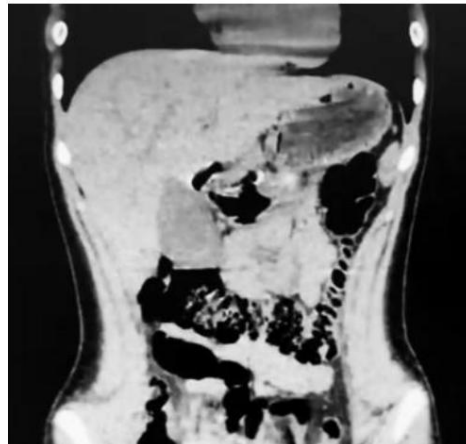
Tomografía computarizada sin contraste del abdomen superior, vista coronal.
